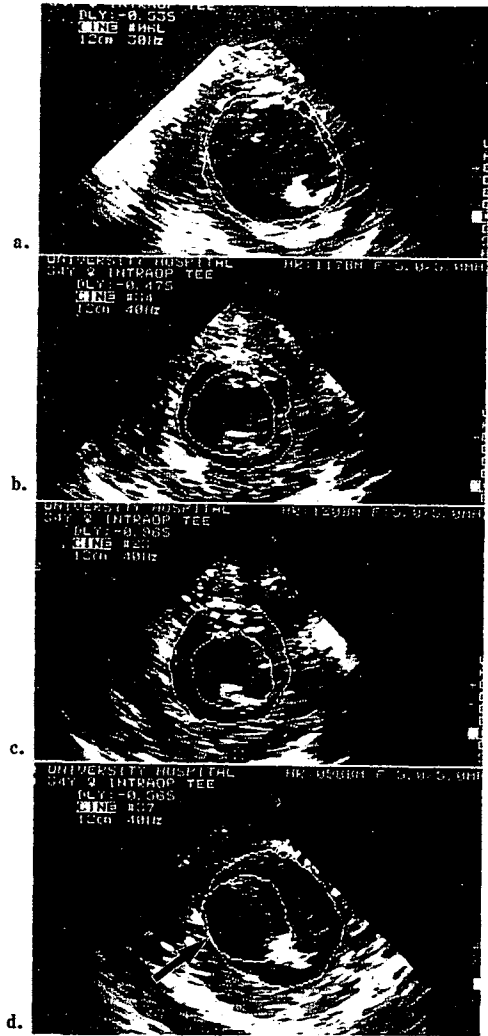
体外循環離脱時の心臓超音波断層像の変化
